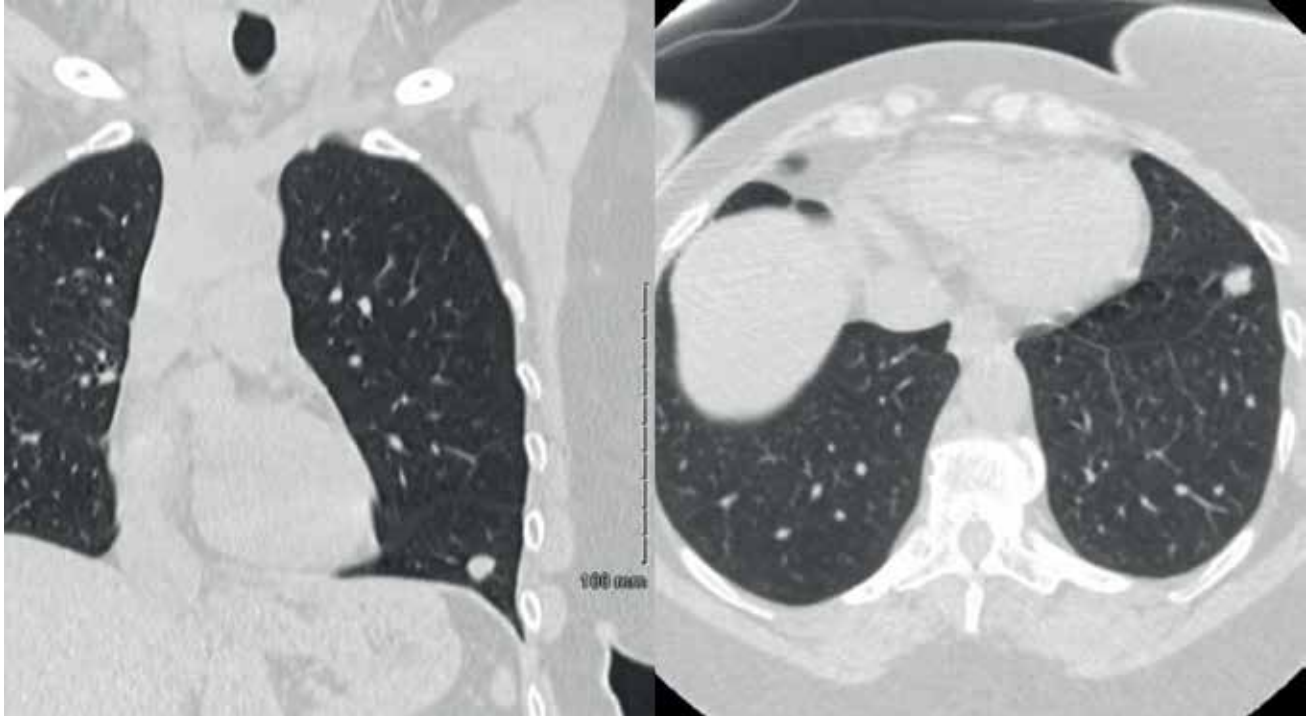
TC pre-operativo (Brilliance CT 64 slice, Phillips) muestra una pequeña lesión pulmonar en el lóbulo inferior izquierdo.
